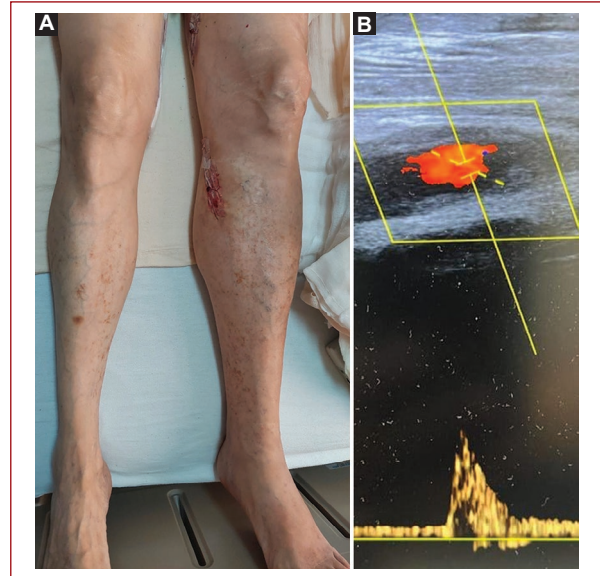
Resultados. Estado de seguimiento postoperatorio con evidente disminución de edema generalizado en extremidad inferior izquierda (A). Hallazgos ultrasonográficos de nuestro paciente con evidencia de flujo en injerto y adecuada permeabilidad (B).
